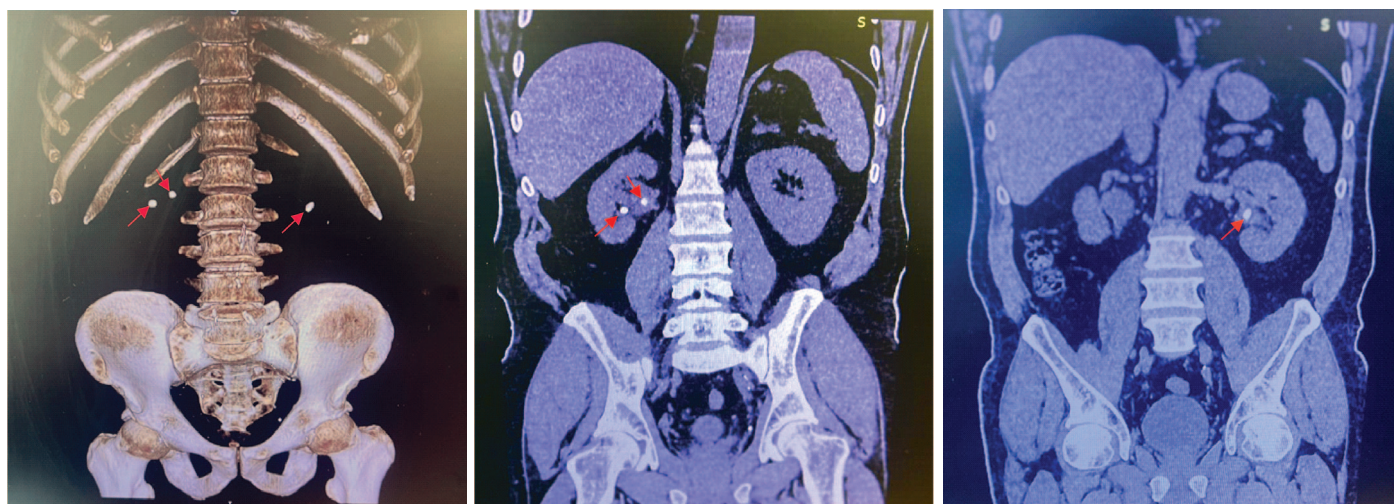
МСКТ пациента с двусторонним нефролитиазом. Стрелкой указаны конкременты
